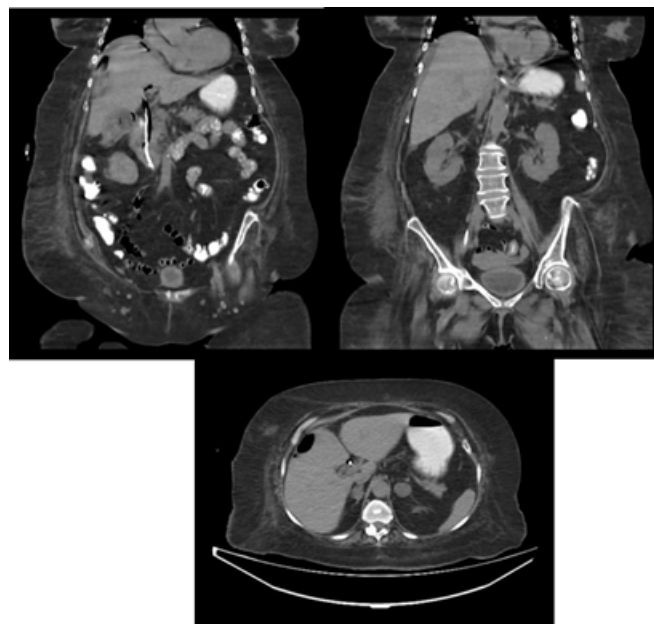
TAC de abdomen.
